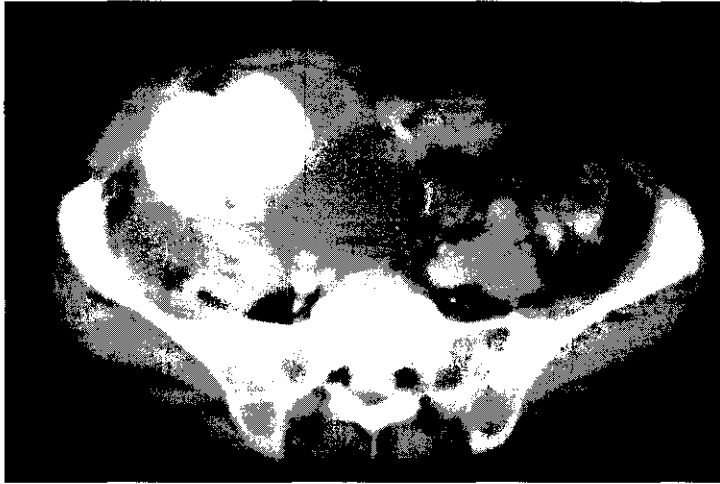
TAC. Linfocele en un trasplante en bloque
